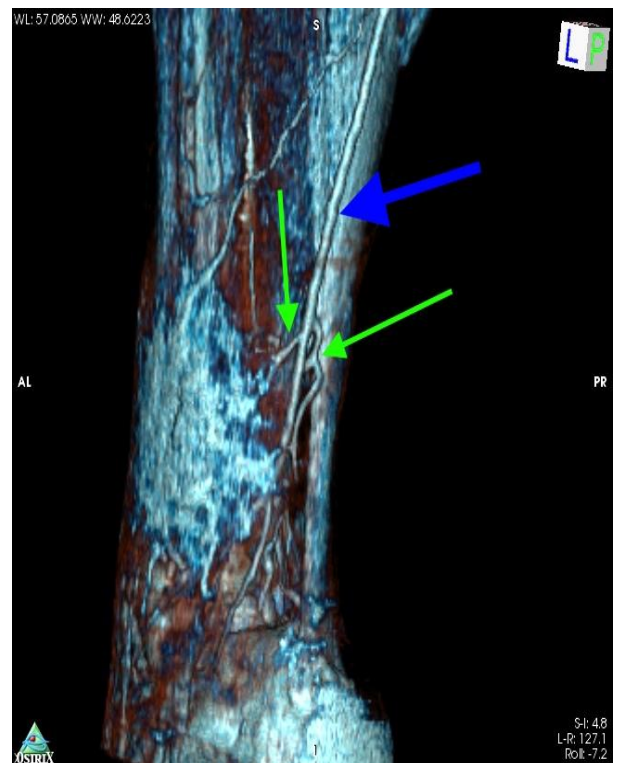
КТ ангіографія з 3D реконструкцією. Візуалізуються краї новоутворення, суральна артерія (відмічена синьою стрілкою) і перфоранти між малогомілковою і суральною артеріями (зелені стрілки).
